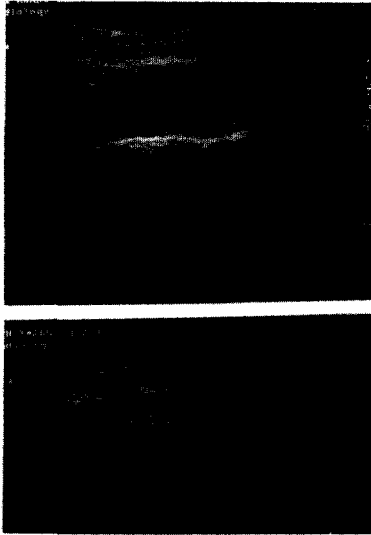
술전 협부 초음파 사진 소견으로 좌측 교근의 상대적인 위축상을 보인다.
